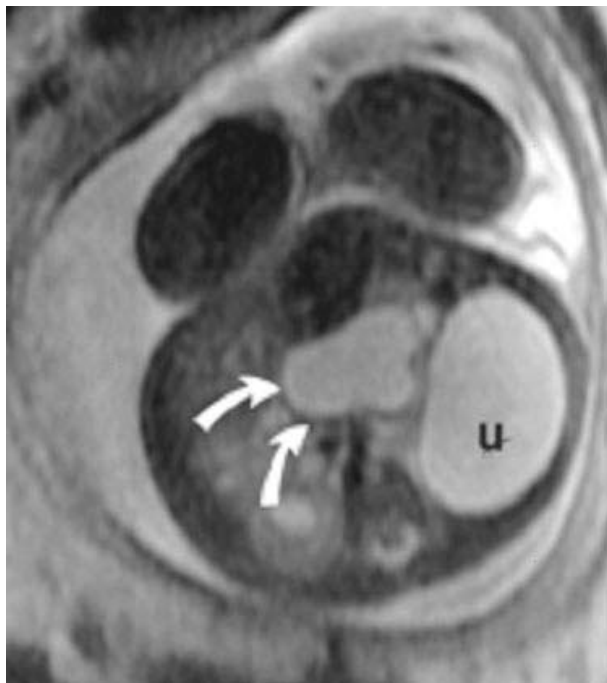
Ressonância Nuclear Magnética obtida de feto com aproximadamente 25 semanas pós-concepção, apresentando obstrução da junção pieloureteral e urinoma retroperitoneal (u). As setas indicam a dilatação da pelve renal no plano axial (Caire et al 2003).
